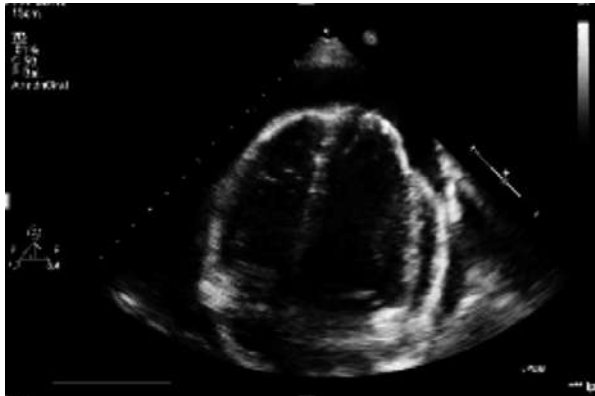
Ecocardiografía tras pericardiocentesis.
